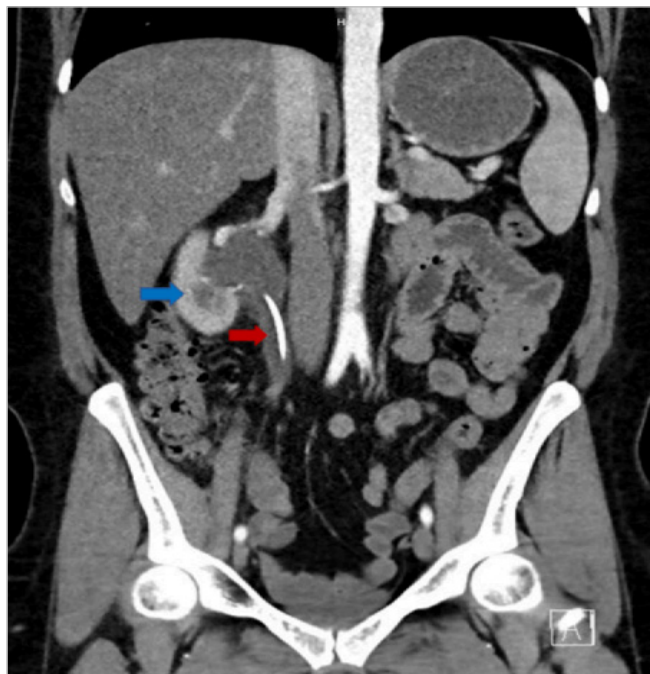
Tomografia computadorizada com contraste coronal do abdômen e pelve, demonstrando hidronefrose moderada a grave do lado direito (seta azul) e dilatação do ureter proximal direito (seta vermelha).
